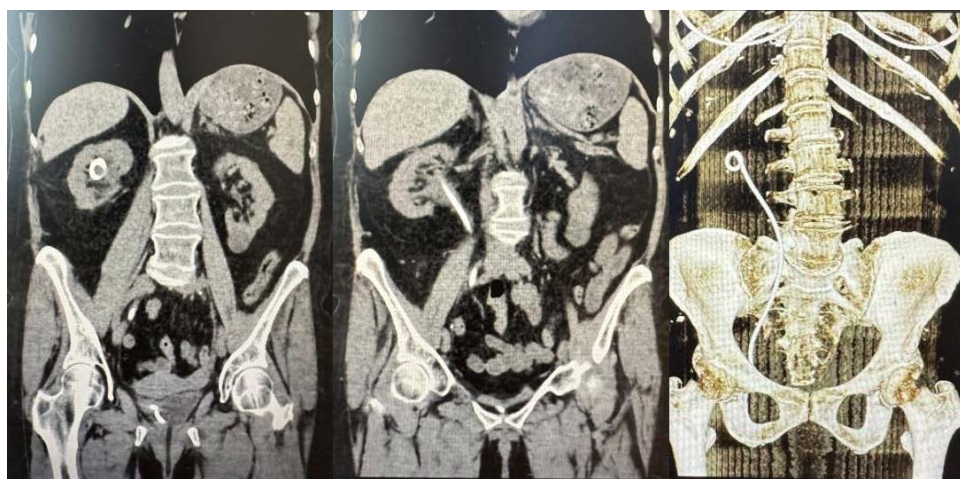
Фронтальные нативные МСКТ-снимки пациентки с конкрементами чашечно-лоханочной системы правой почки после ЭКИРХ
